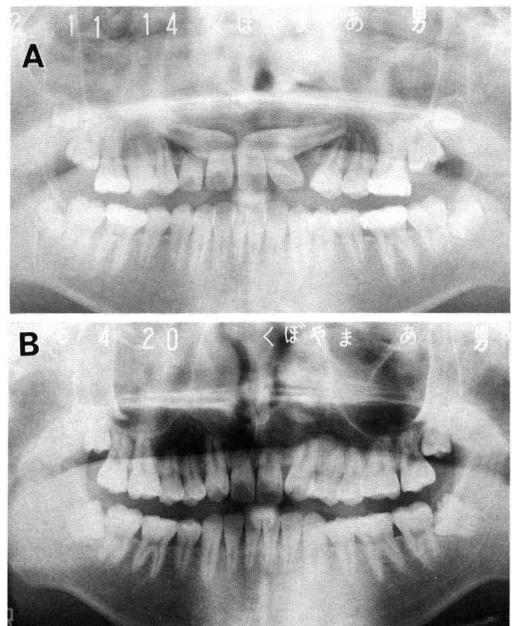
Pretreatment (A) and posttreatment (B) panoramic radiographs.
